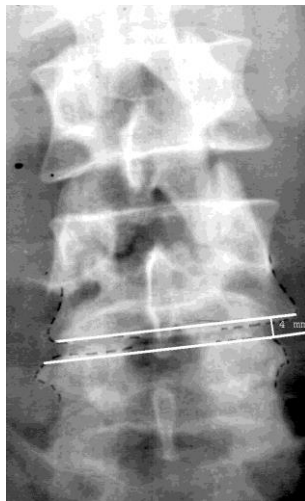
Дегенеративний латеролітез L<sub>4</sub> хребця. Фотовідбиток рентгенограми х-го К., 68 років (іст. хвороби №66146).
